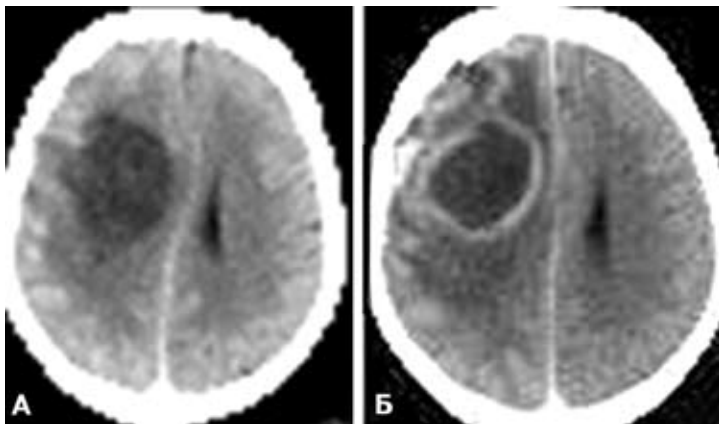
Анапластическая астроцитома лобной доли (А — компьютерная томограмма до операции; Б — компьютерная томограмма через 1 сут после удаления опухоли с применением метода лазерной термодеструкции: концентрическая зона постлазерного некроза)
